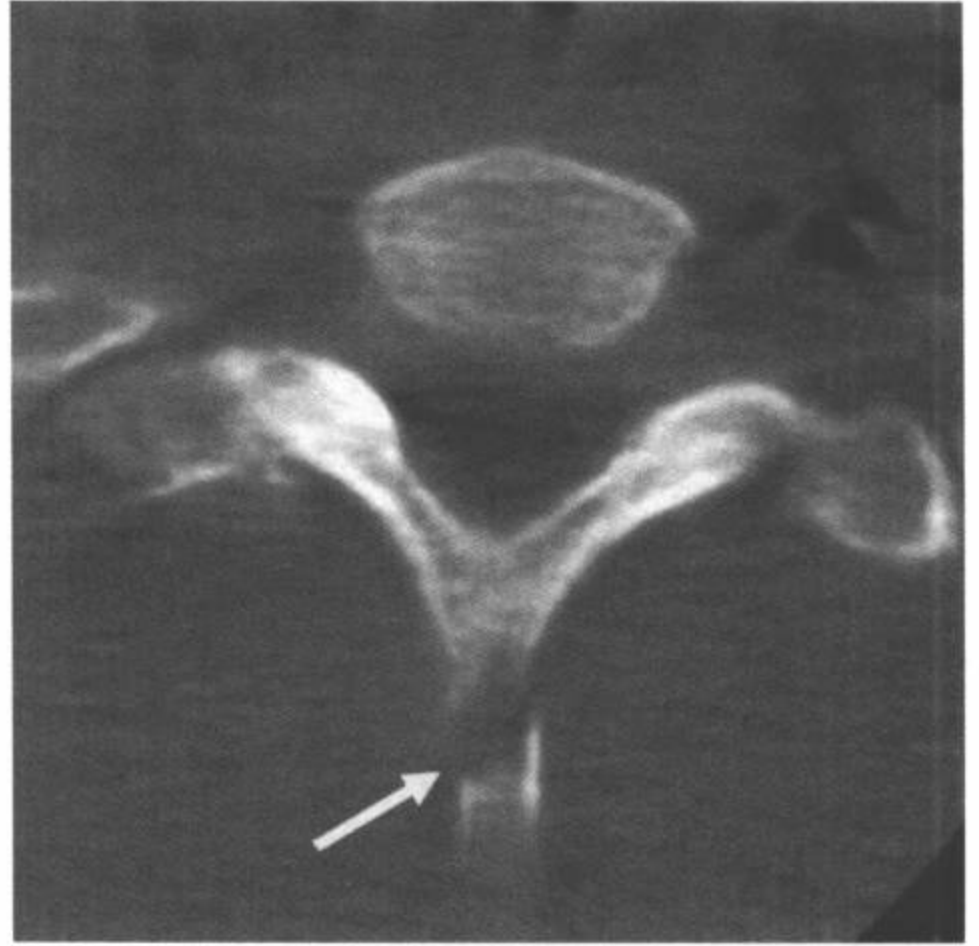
CT横断面图像显示典型的T1棘突铲土工骨折(白箭)。
